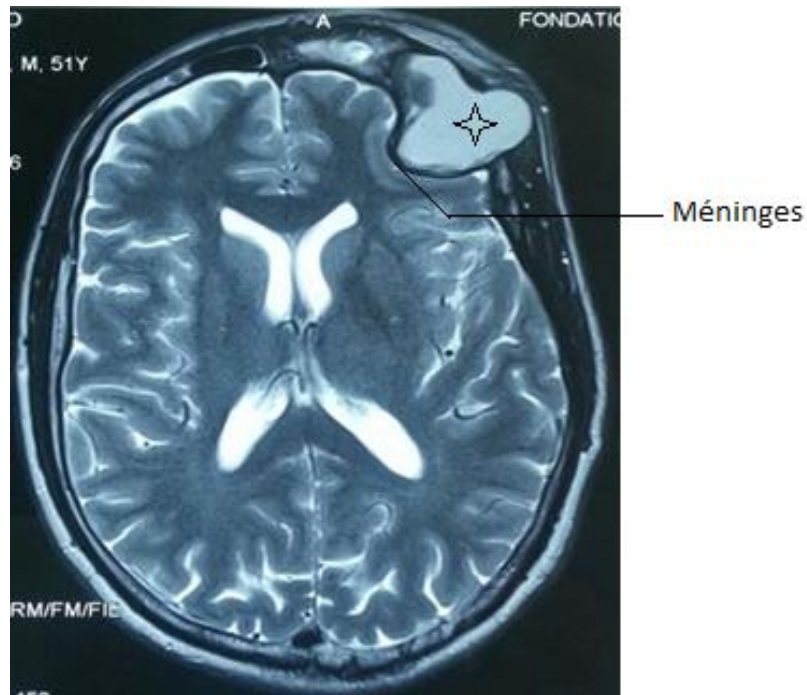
IRM cérébrale en coupe axiale T1 injectée montrant une mucocèle frontale gauche externe (étoile). Iconographie CHU Hassan II Fès.
